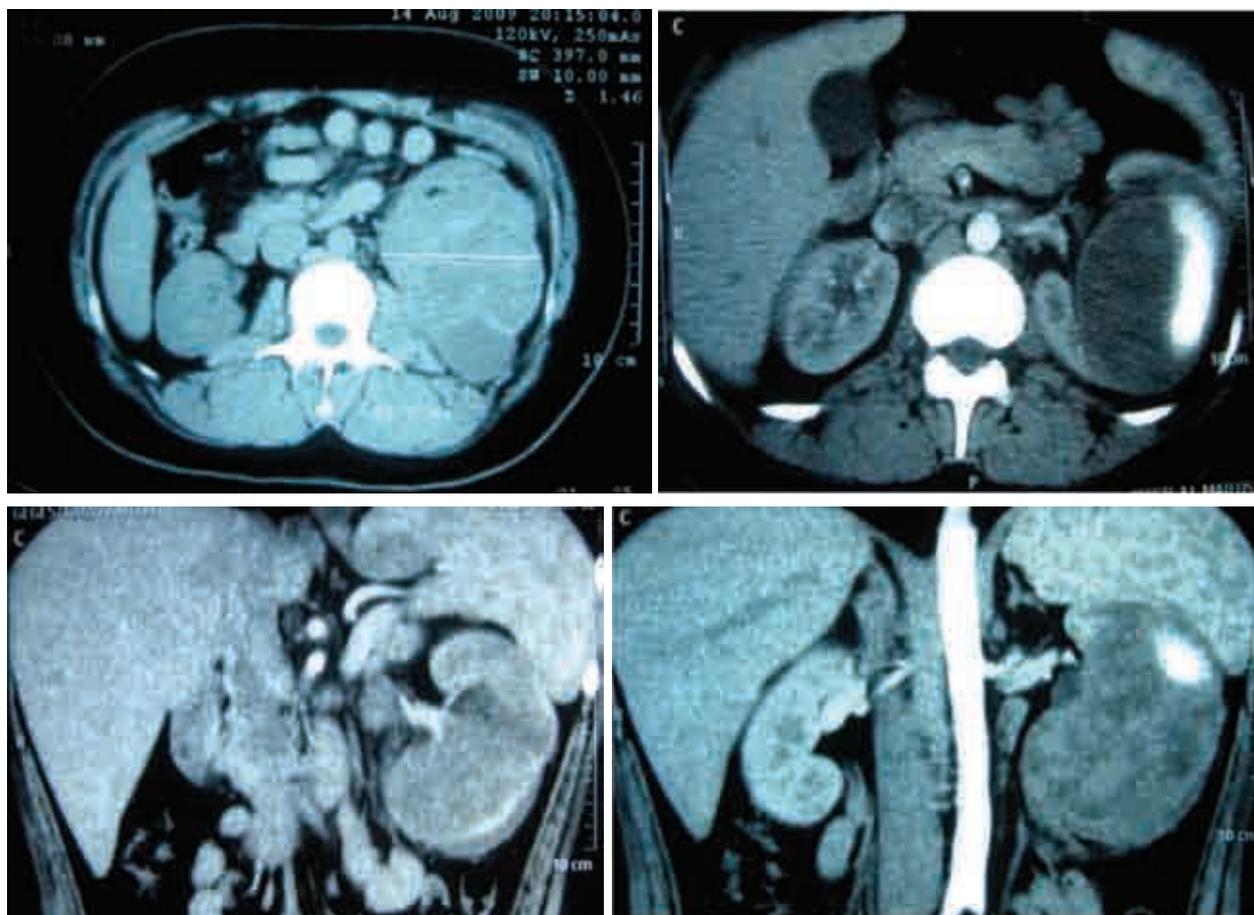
Tomografía computarizada que muestra una tumoración renal izquierda de 10 cm por 8.5 cm con reforzamiento a la aplicación del medio de contraste.
